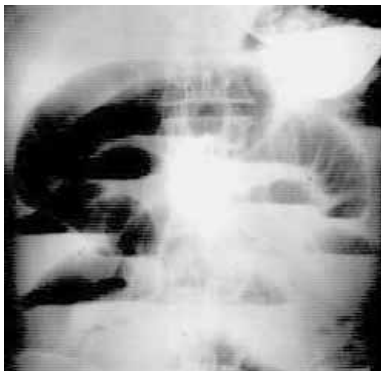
Обзорная рентгенограмма брюшной полости. Вертикальное положение. Более поздняя стадия острой механической обтурационной тонкокишечной непроходимости. Наряду с тонкокишечными пологими арками выявляются множественные “чаши” Клойбера с широкими горизонтальными уровнями жидкости.
